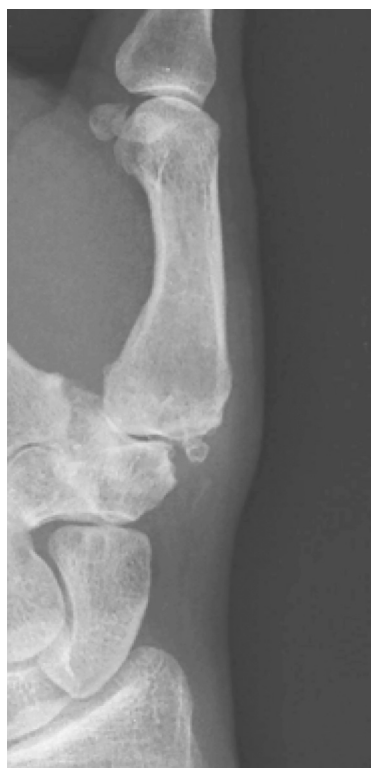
Рентгенограмма пациента со 2-й стадией заболевания (по классификации Eaton и Glickel)
